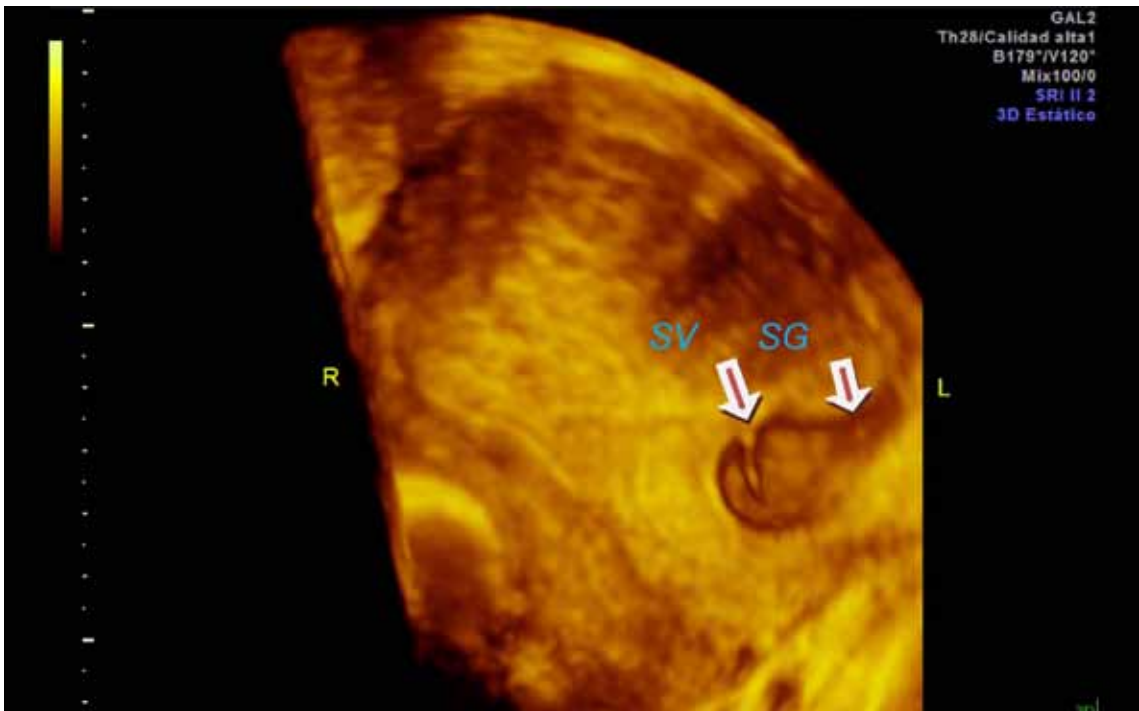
Visión con ultrasonido 3-D de saco sacro vitelino (SV) y gestacional (SG) en cuerno uterino izquierdo
